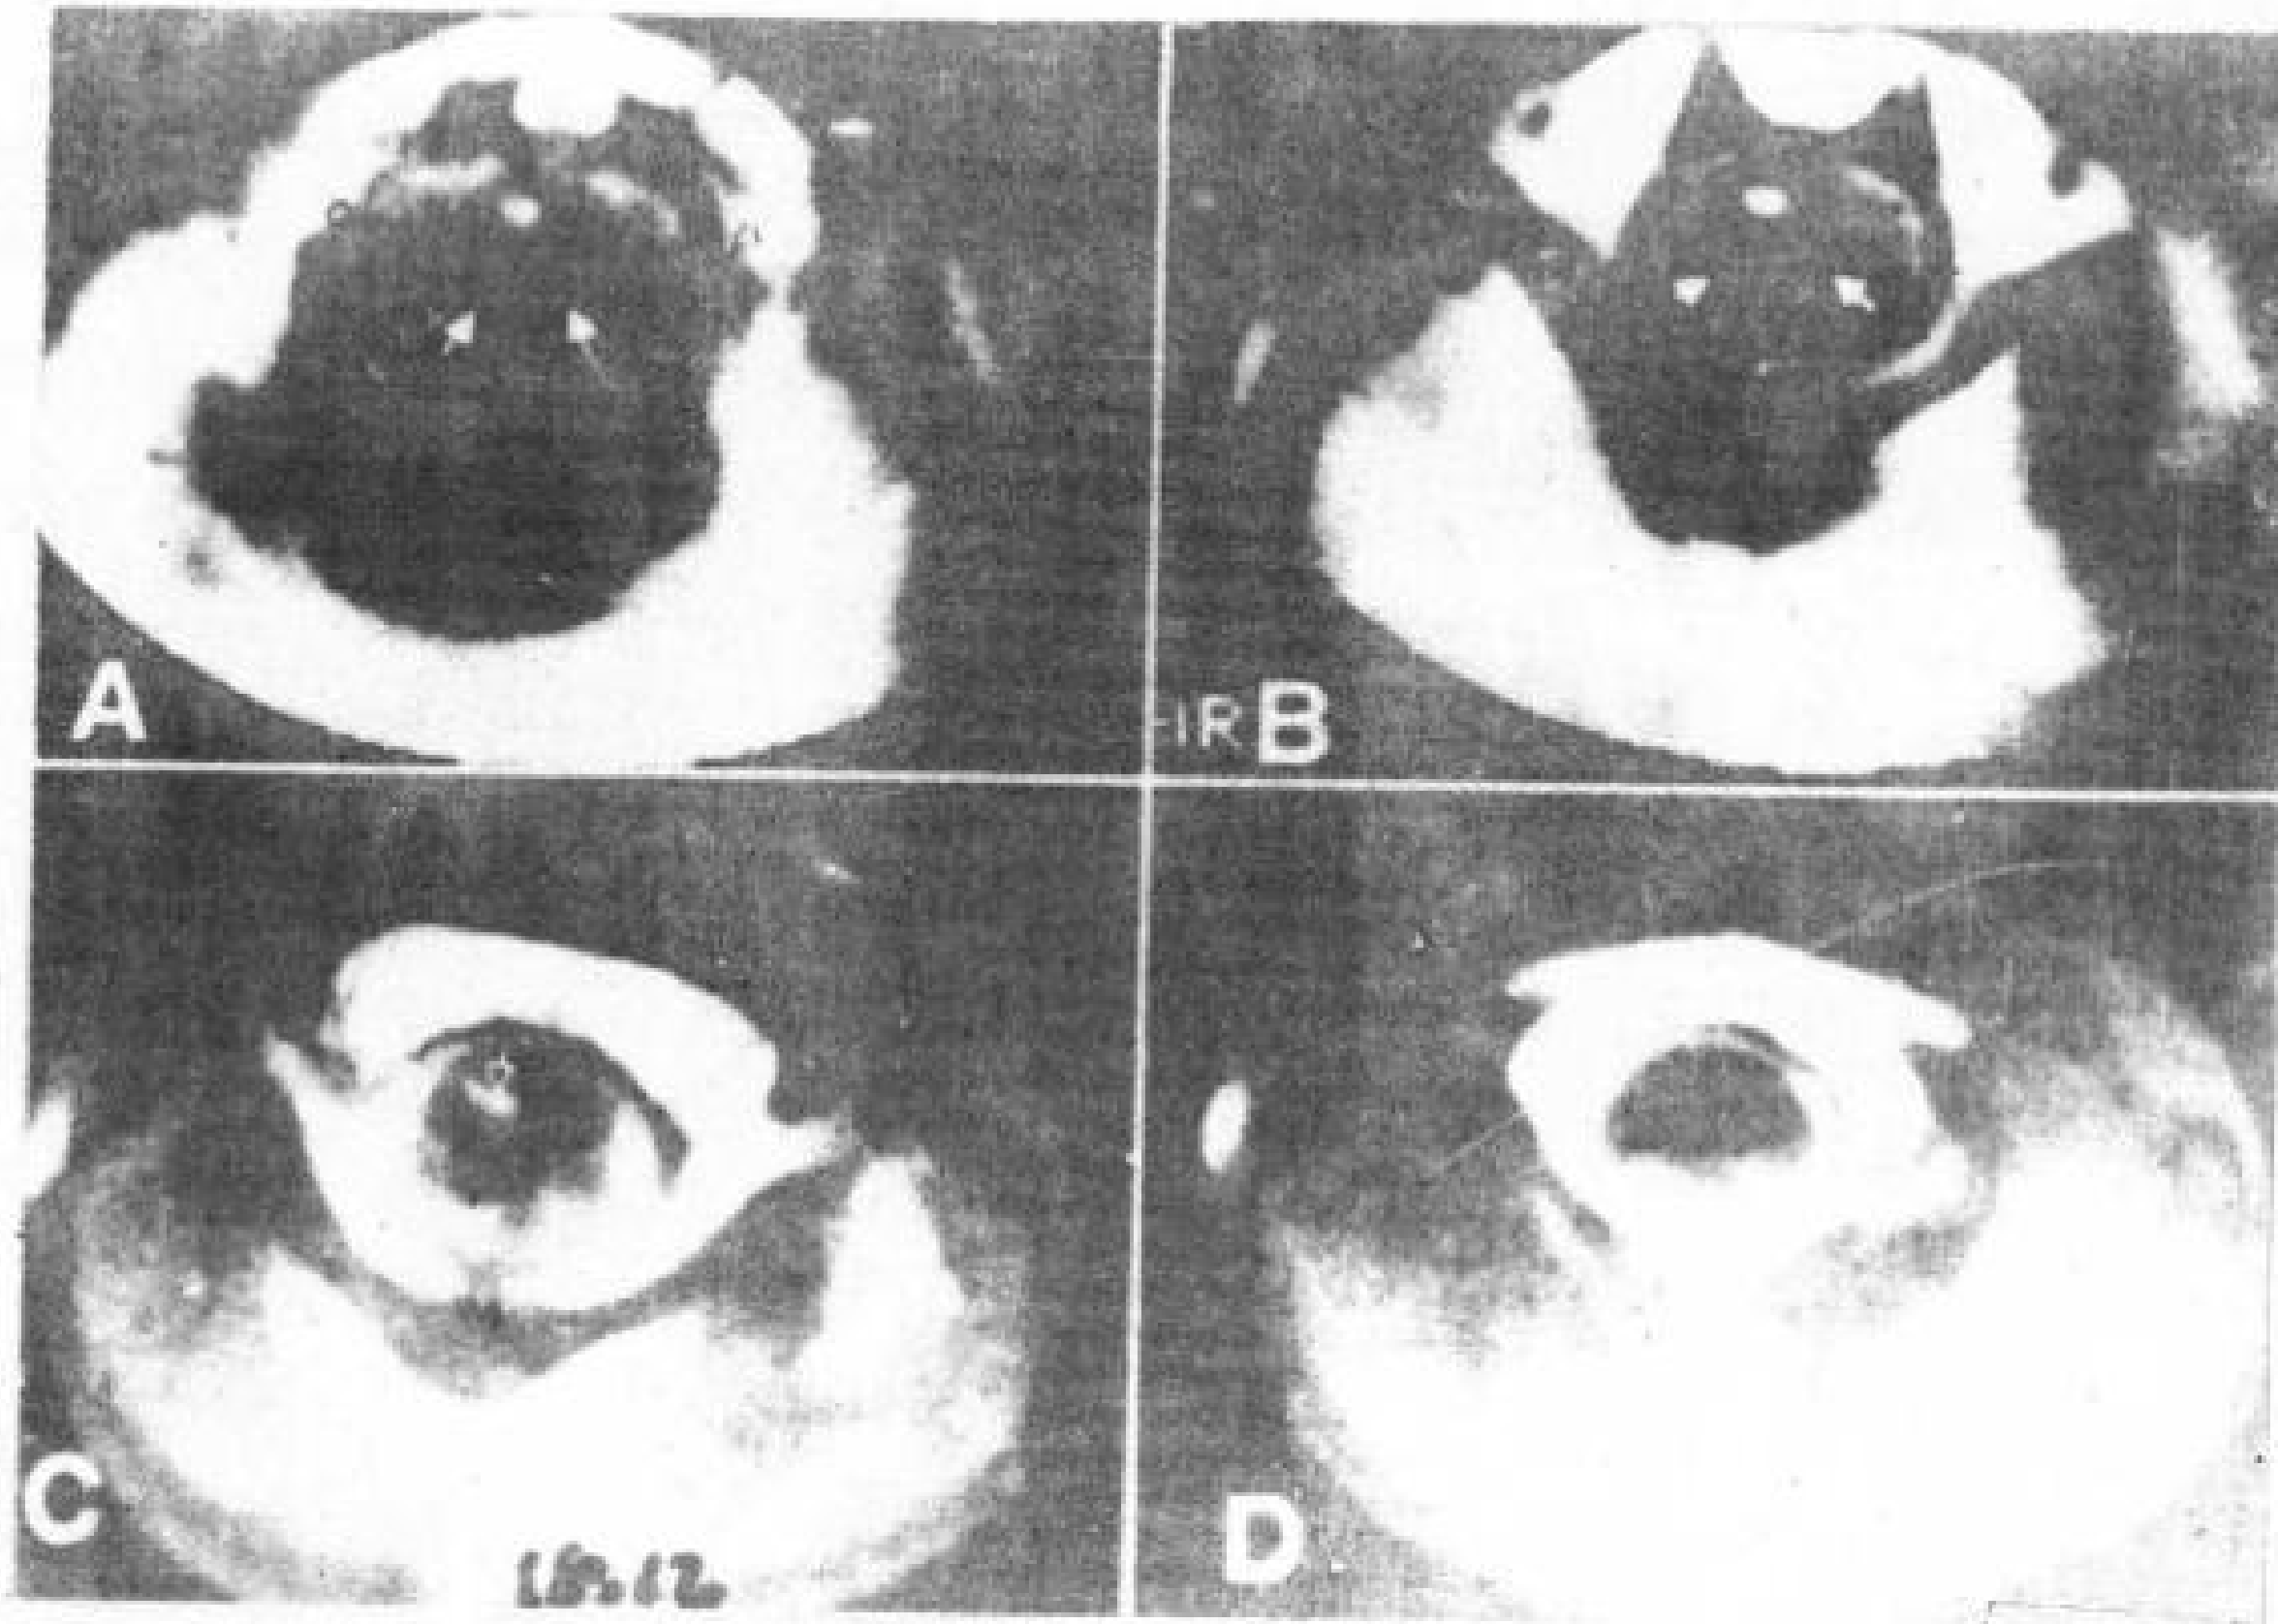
更严重的 Chiari II 后脑畸形 (第三或第四组)。3 岁, 女孩。增强脊髓 CT, 颅颈接合处, 从上往下连续 CT 扫描。
